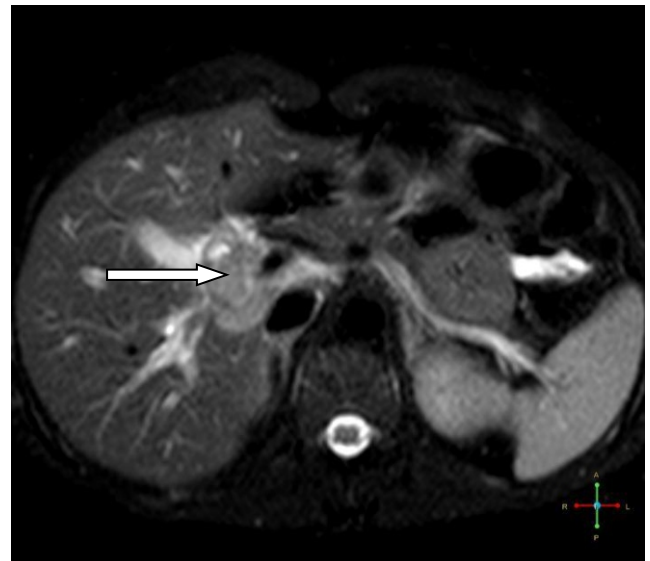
Imagen de colangioresonancia nuclear del abdomen alto apreciando a nivel de cabeza del páncreas masa sólida y dilatación de las vías biliares intra hepáticas
